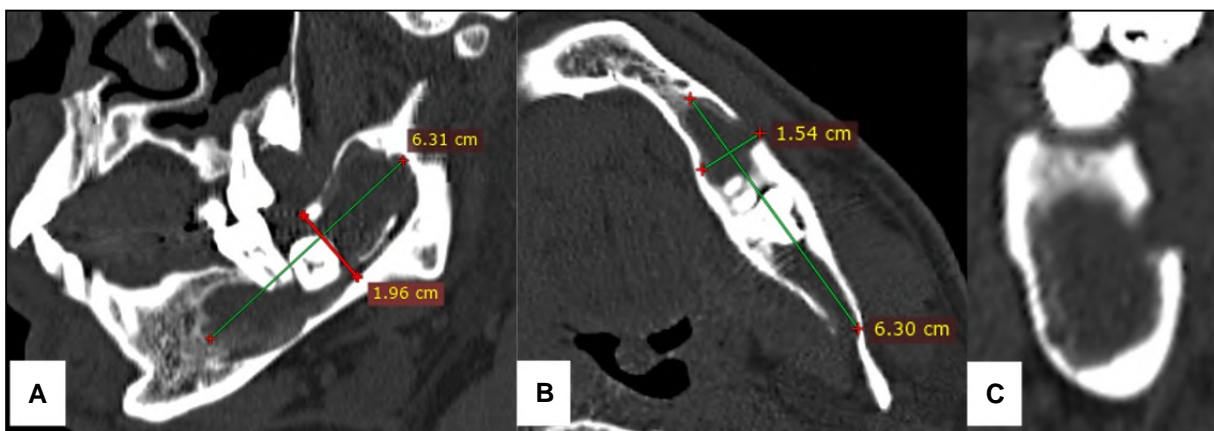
TC inicial. A: Corte sagital. B: Corte axial. C: Corte coronal.
